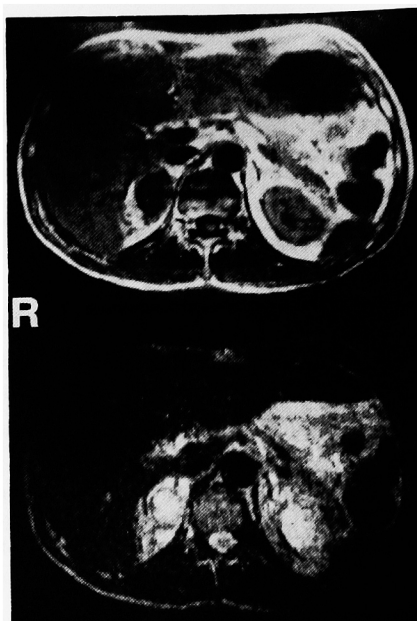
MRI of Case 1 shows a right adrenal mass.
